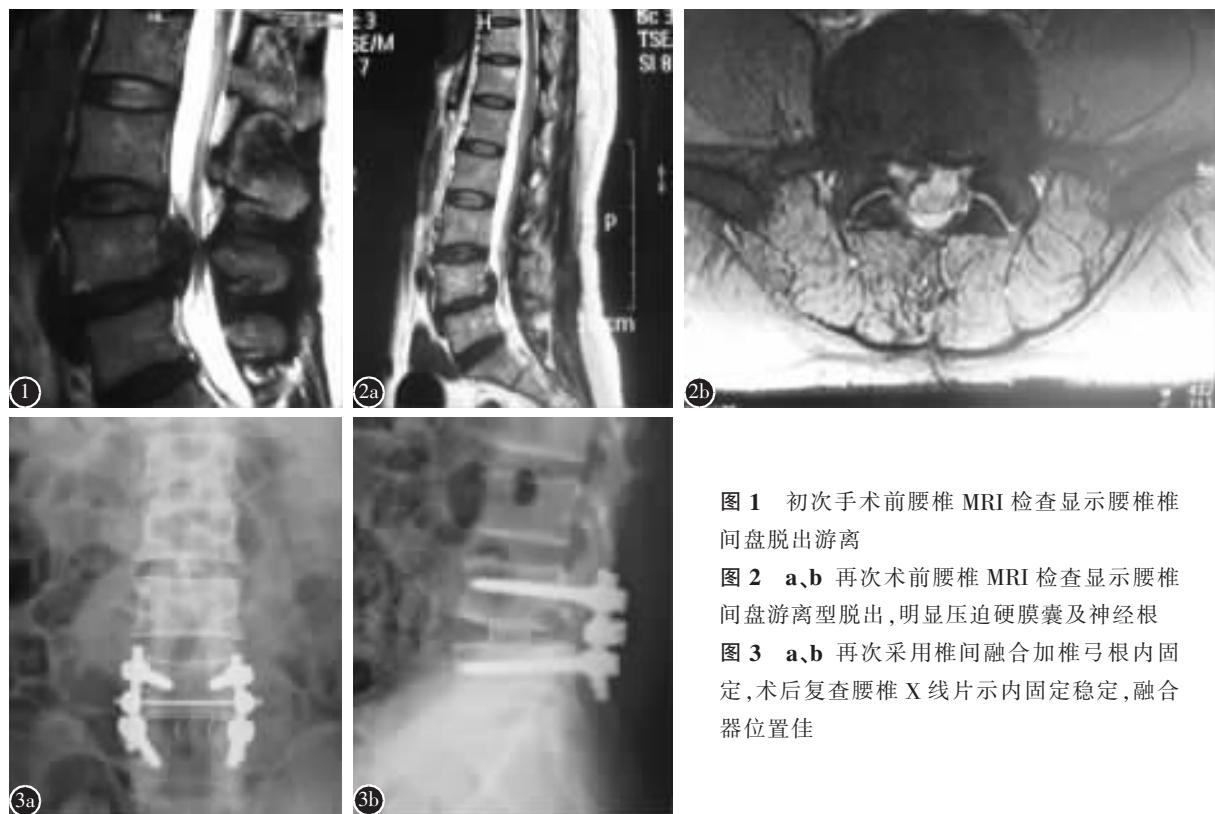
初次手术前腰椎 MRI 检查显示腰椎椎间盘脱出游离
